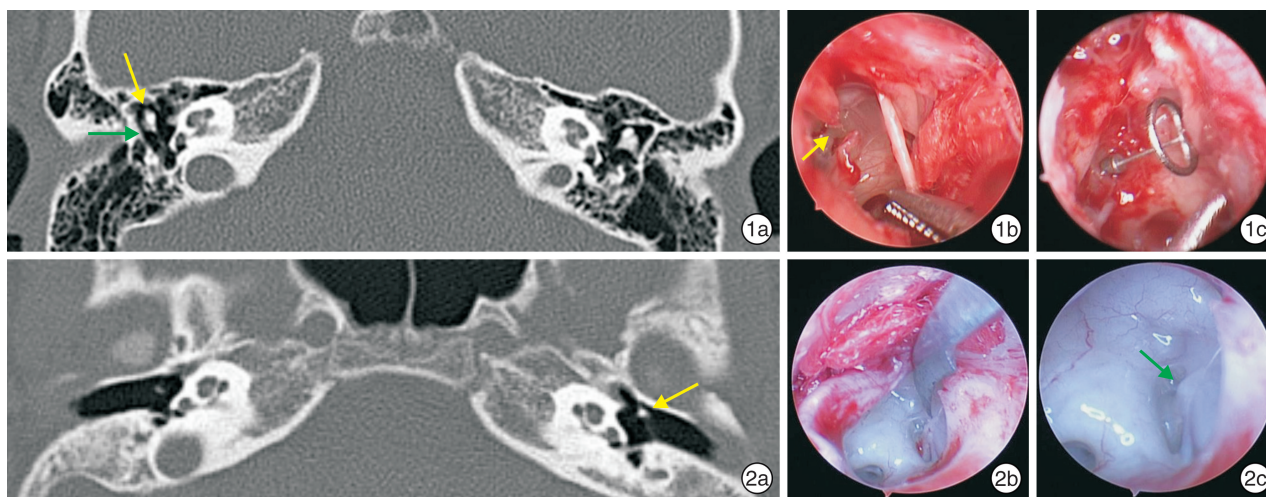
例 1 患者术前颞骨 CT 及耳内镜下鼓室探查情况 1a: 颞骨 CT 示右耳砧骨较对侧小, 砧骨长脚未显示(黄色箭头为锤骨头, 绿色箭头为先天性发育畸形的砧骨); 1b、0°耳内镜下显示发育畸形的砧骨与镫骨(黄色箭头示砧镫骨未连接); 1c: 植入 TORP; 图 2 例 2 患者术前颞骨 CT 及耳内镜下鼓室探查情况 2a: 颞骨 CT 示双耳砧骨及镫骨未见, 可见部分锤骨(白色箭头所示); 2b、0°耳内镜下砧镫骨未显示; 2c: 0°耳内镜抵近观察, 可见镫骨发育畸形(绿色箭头所示)。
